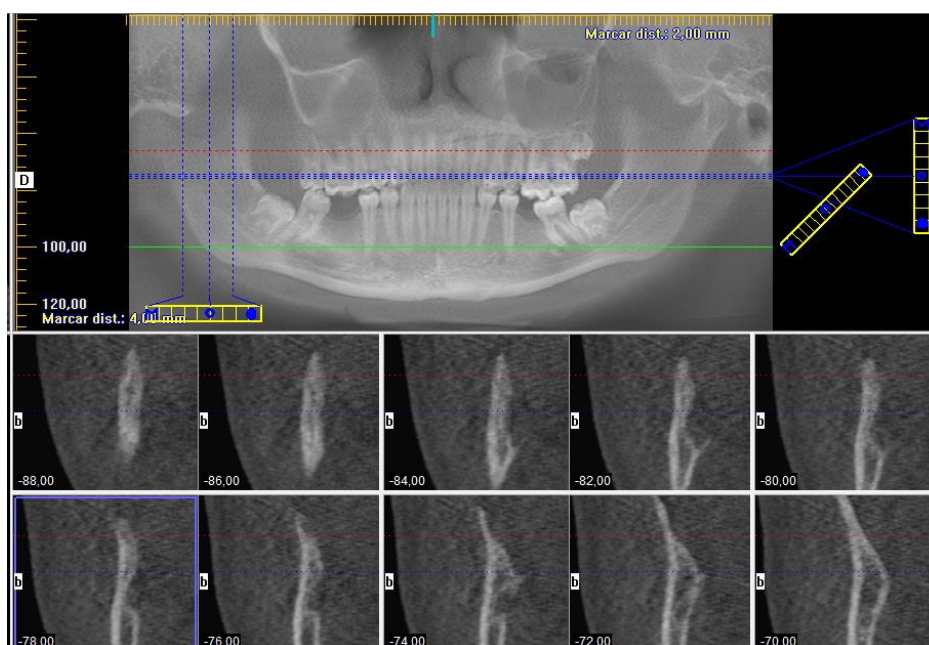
Tomografia computadorizada visualizada no programa ICAT VISION na tela de implantes onde foram feitos os cortes nas regiões desejadas e visualização dos mesmos de forma ampliada.
